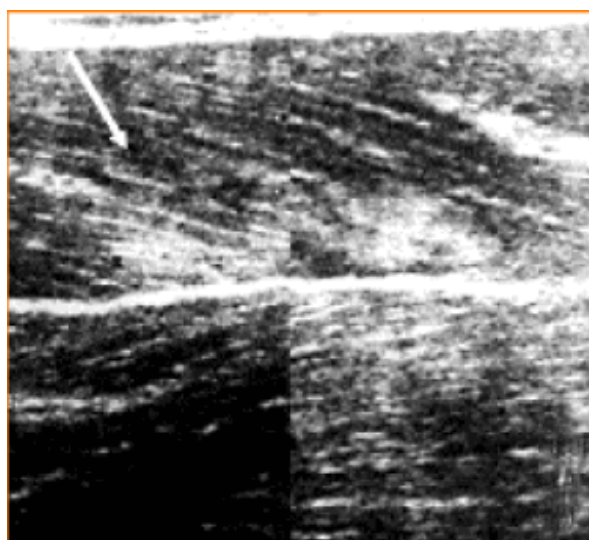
échographie d'une élongation de la cuisse droite. Source : revmed.ch
